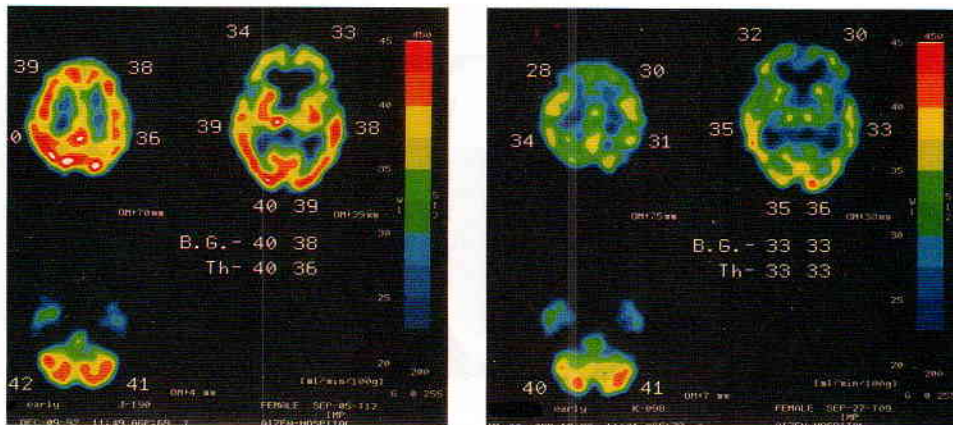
アルツハイマー型痴呆(SDAT)と多発性脳梗塞性痴呆(MID)のSPECT 所見
